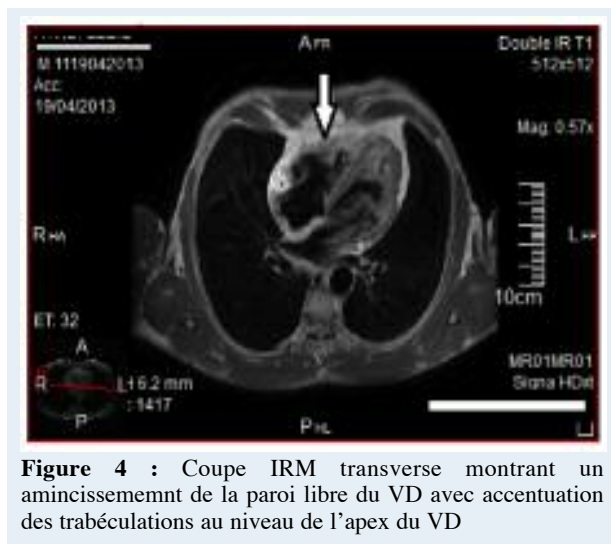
Coupe IRM transverse montrant un amincissement de la paroi libre du VD avec accentuation des trabéculations au niveau de l'apex du VD
